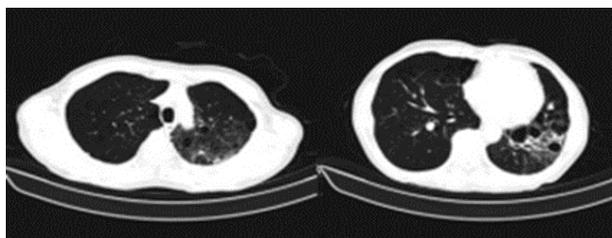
病例 3 出院后(2019-07-11)复查肺部 CT
